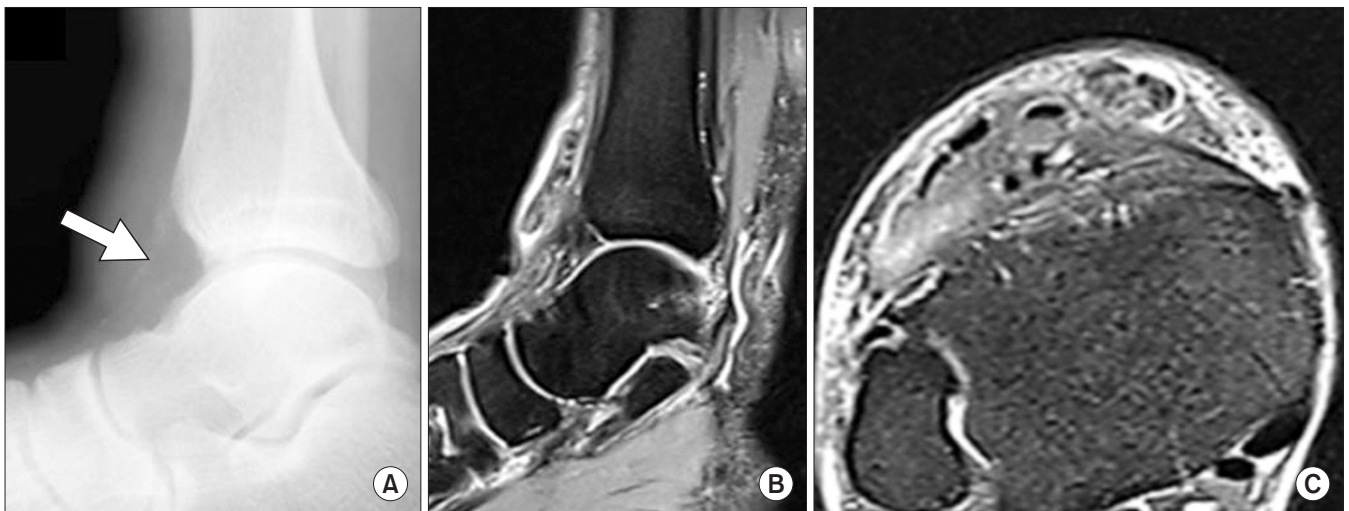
(A) Lateral radiograph of the ankle shows calcification deposit on the anterior aspect of the tibiotalar joint (arrow). (B) A sagittal view of magnetic resonance image (MRI) demonstrates completely ruptured tibialis anterior tendon with retraction. (C) An axial view of MRI demonstrates proximal stump of the ruptured tibialis anterior tendon forming a fibrotic lump.
